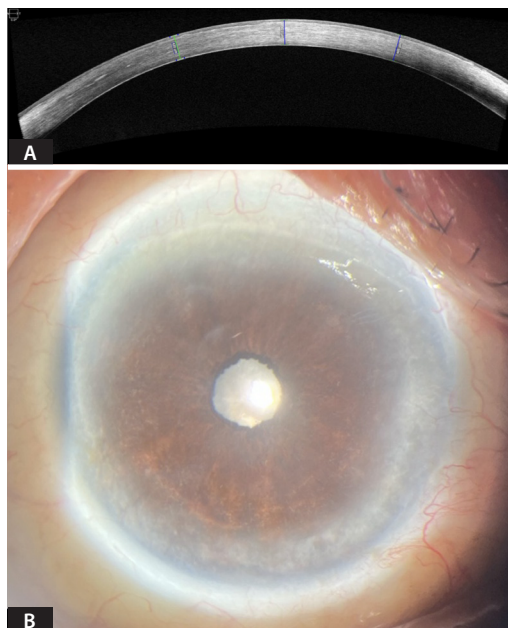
A) Tomografía de coherencia óptica corneal control de ojo izquierdo. Grosor corneal de 423 micras. B) Evaluación seis meses posquirúrgicos en lámpara de hendidura ojo izquierdo.
